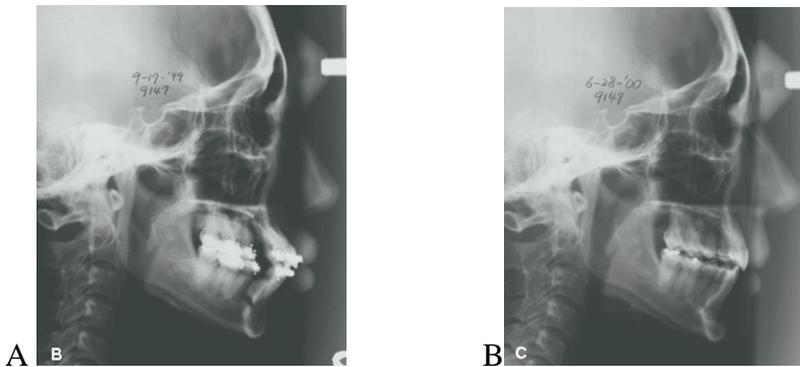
A, Pretratamiento; B, Radiografía lateral postratamiento, después de 9 meses (Tomado de Choo, 2011).
